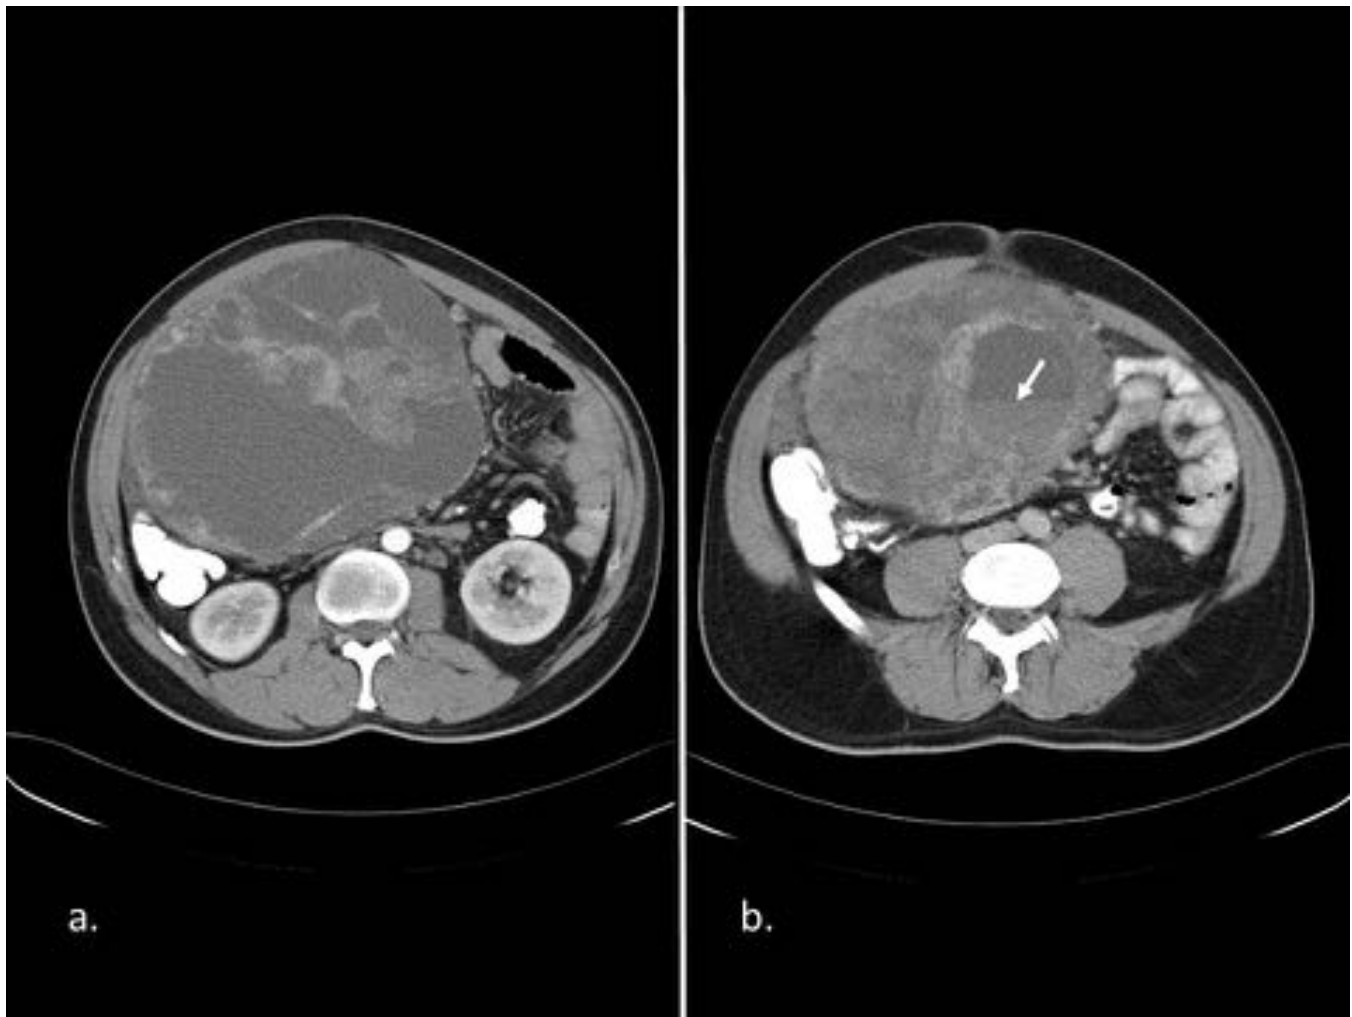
Hemangioendotelioma epitelióide de epiplón en varón de 37 años. Imágenes axiales de TC con contraste oral e iv. (a) Se identifica tumoración intraperitoneal de gran tamaño, de bordes definidos y contenido predominantemente quístico. En su interior presenta septos gruesos irregulares con realce. (b) Imagen axial caudal a (a) donde se observa un aspecto multiloculado, con niveles líquido-líquido en su interior (flecha blanca).
